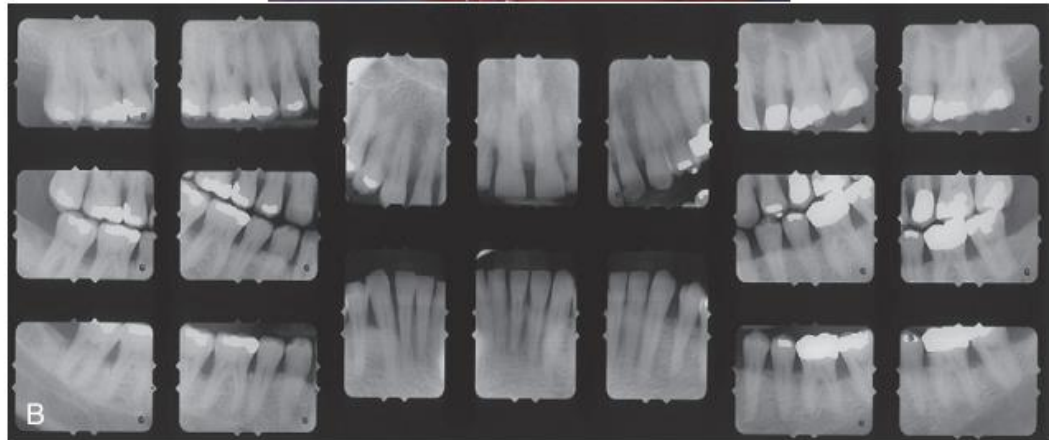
Periodontitis Agresif dengan Adanya Plak a. Tampilan Klinis b. Gambaran Radiografi
